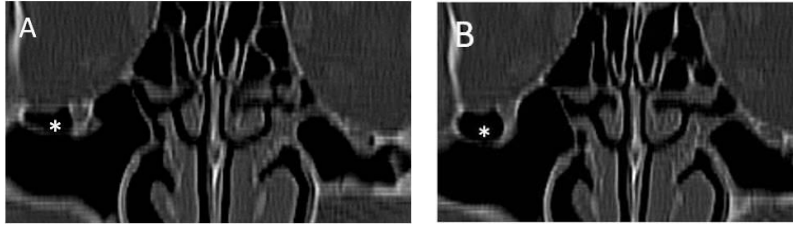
Supraorbital etmoid hücre. Koronal BT’de, orta konka anterioru düzeyinden geçen kesitte, sağda orbita süperiorunda yerleşim gösteren supraorbital etmoidal hücre (yıldız) izleniyor.
